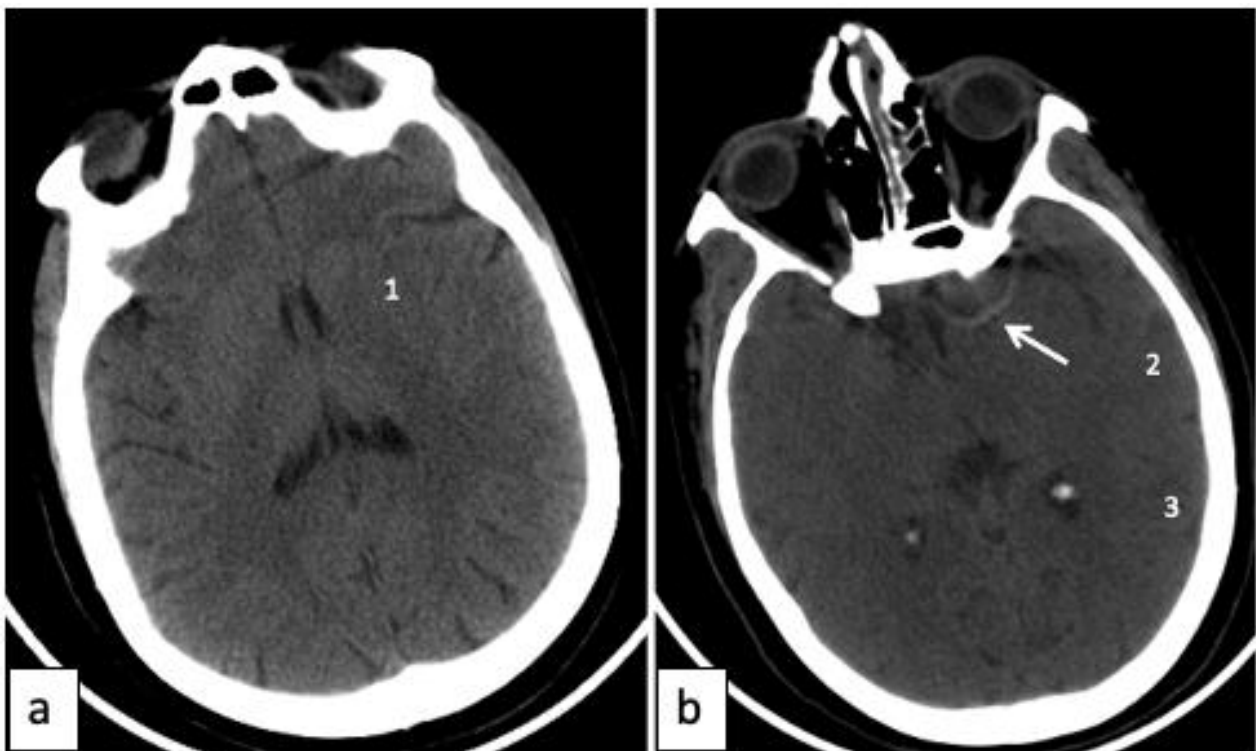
Coupes scannographiques axiales montrant un effacement du noyau lenticulaire et dédifférenciation entre la substance grise et blanche de M2 et M3 avec un aspect spontanément dense de l'artère sylvienne gauche (flèche) donc un score ASPECT a 7.
